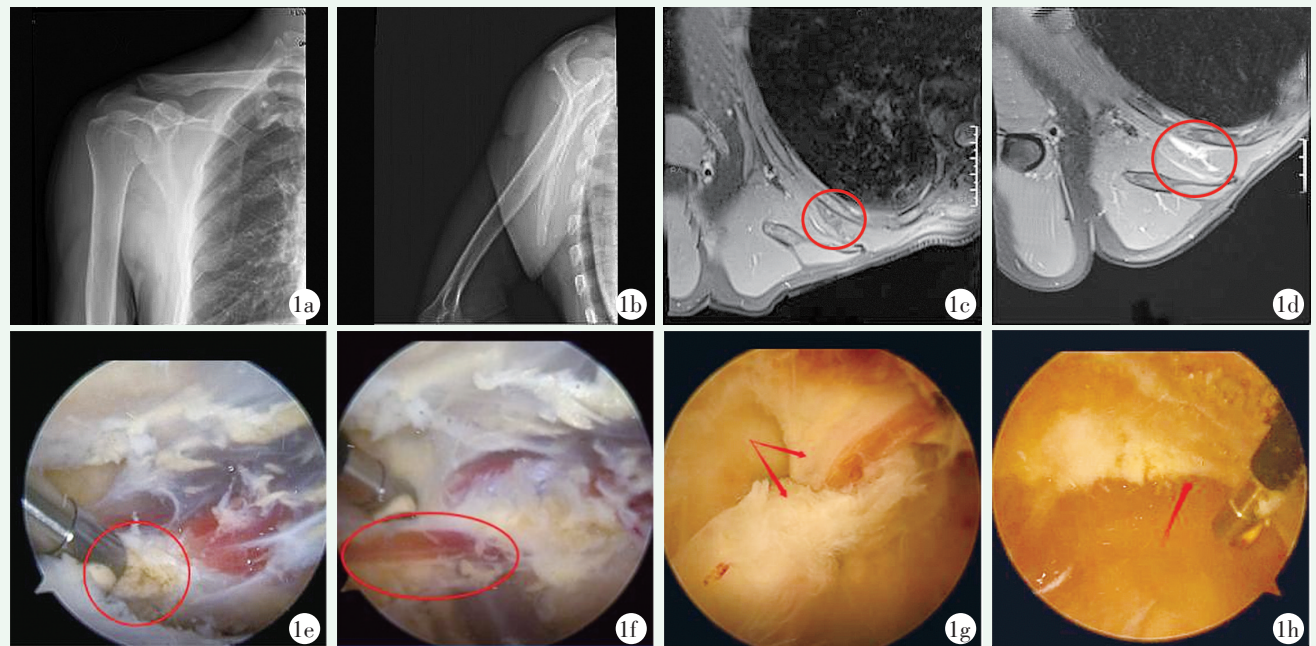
患者，男，46 岁 1a, 1b: 入院时右肩 X 线片未见明显异常 1c: 术前 MRI 示肩胛下角深面滑囊瘢痕化、增厚 1d: 术后 MRI 示肩胛下角处前锯肌下滑囊已切除 1e: 正在松解中的胸小肌 1f: 胸小肌已完全解离 1g: 前锯肌深面纤维瘢痕化的滑囊 1h: 前锯肌下滑囊已切除
